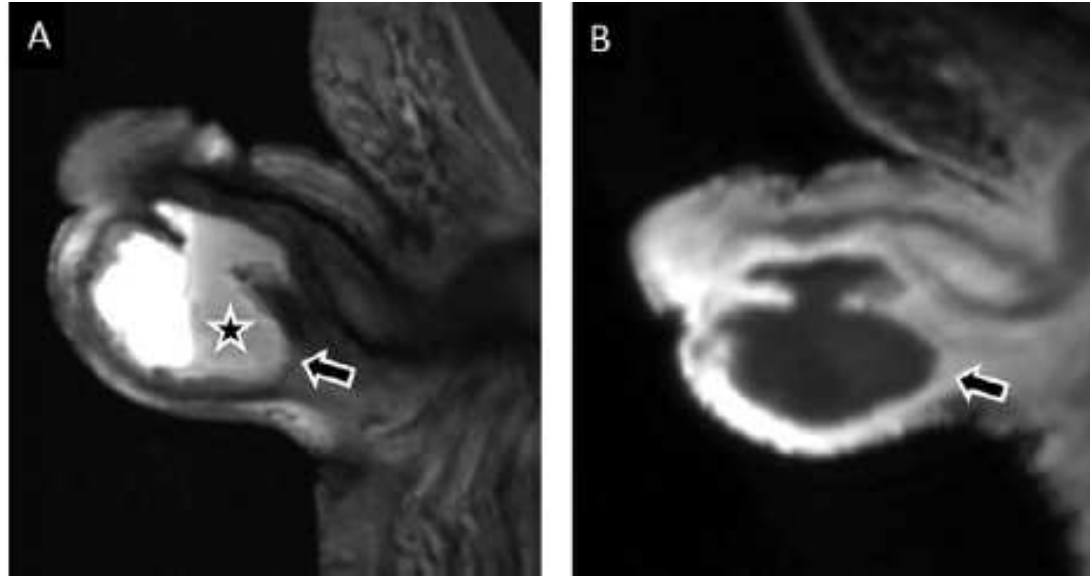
Absceso peneano: imágenes sagitales secuencias T2 (A) y sagitales T1 post-contraste (B). Se observa una colección hiperintensa en T2 a lo largo de la cara ventral del pene, con invasión del cuerpo esponjoso (A, flecha). Una señal intermedia dependiente en T2 dentro de la colección probablemente refleja detritos en sedimentación (A, estrella). La colección muestra realce periférico en anillo en las imágenes post-contraste (B, flecha). Adaptado de Tu LH, Spektor M, Ferrante M, Mathur M. MRI of the Penis: Indications, Anatomy, and Pathology. Curr Probl Diagn Radiol. 2020.
